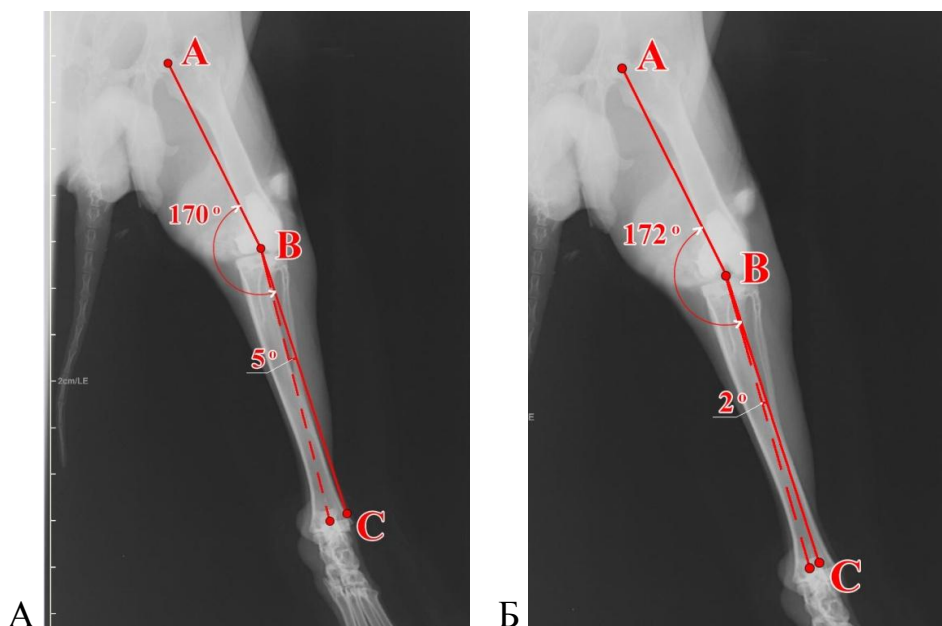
Сравнительные рентгенограммы задних конечностей кроликов обеих серий с изменением угла отклонения механической оси на 30 суток наблюдения ($\perp$ ABC). А - контрольная серия животных; Б - основная серия животных.
